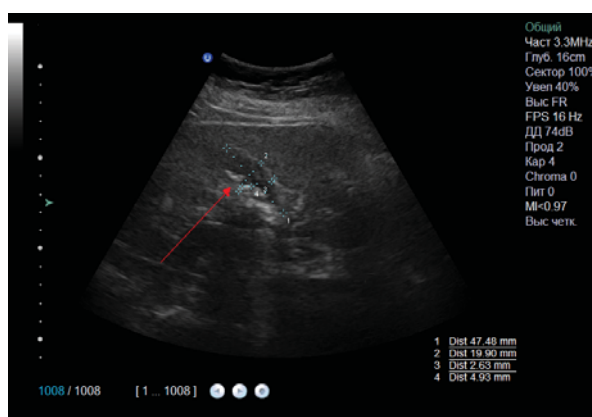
УЗИ до начала лечения. Скопление конкрементов
